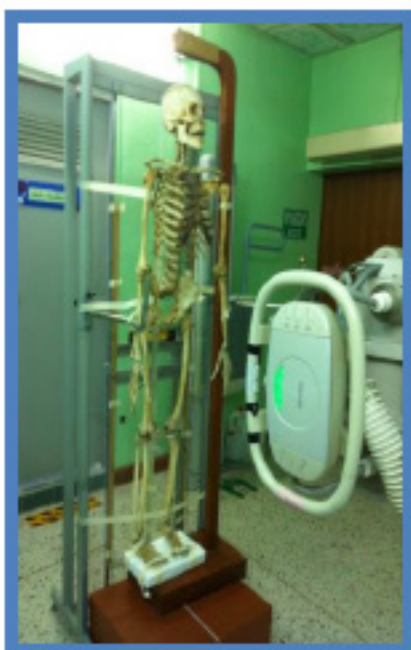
Image Quality of Radiography Orthoview in Osteoarthritis of Knee using Suphan Model 4.0
